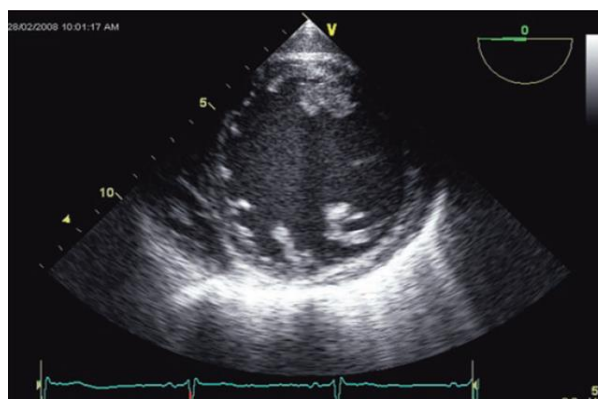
Mặt cắt bốn buồng giữa thực quản (Nguồn: M.Belham. Transesophageal echocardiography in clinical practice. © Springer-Verlag London Limited 2009)
